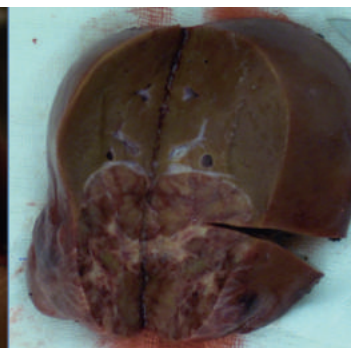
Дооперационная магнитно-резонансная томография (А) и интраоперационная фотография удаленной опухоли (Б) у девочки 7 мес с диагнозом «гепатобластома, POSTTEXT I (II–III), SR». Состояние после полихимиотерапии. Операция – бисегментэктомия (II–III)
